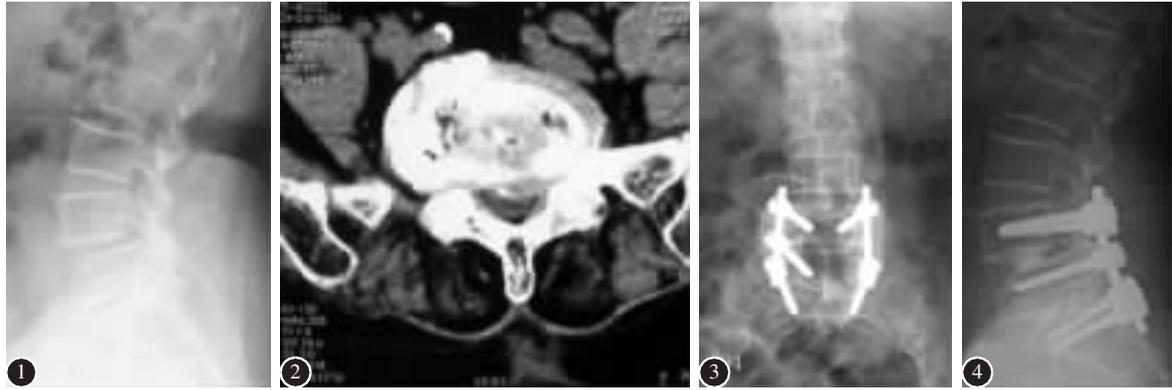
腰椎侧位 X 线片示 L4 椎体退行性滑脱, I 度 图 2 腰椎 MRI 示 L5/S1 椎间盘突出 图 3、4 术后 1 年正侧位 X 线片示滑脱椎体复位, L4~S1 椎间、横突间植骨已融合
